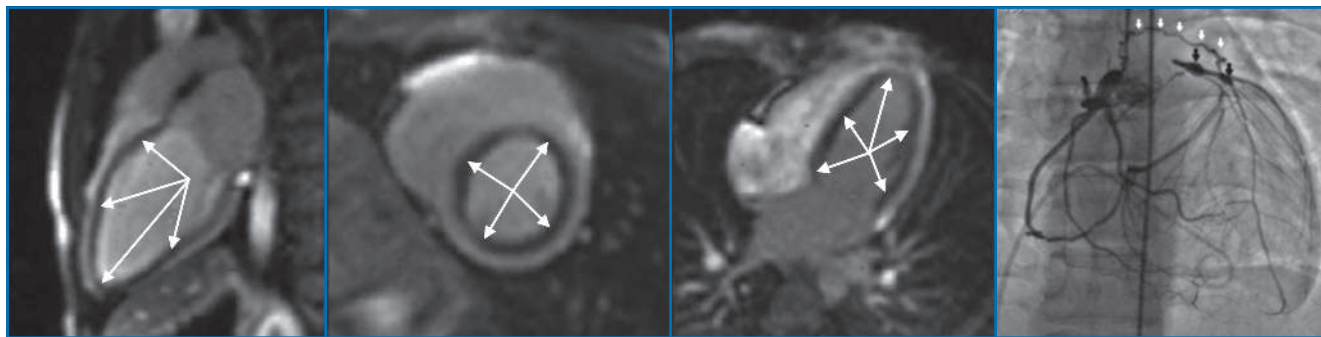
IRM de stress de perfusion chez un jeune patient de 15 ans ayant des douleurs thoraciques d'effort et une scintigraphie de stress normale. Notez l'existence d'une anomalie diffuse de la réserve de perfusion myocardique (flèches). Occlusion du tronc commun de la coronaire gauche reprise par la droite en coronarographie et anévrismes coronaires en faveur d'une maladie de Kawasaki.
